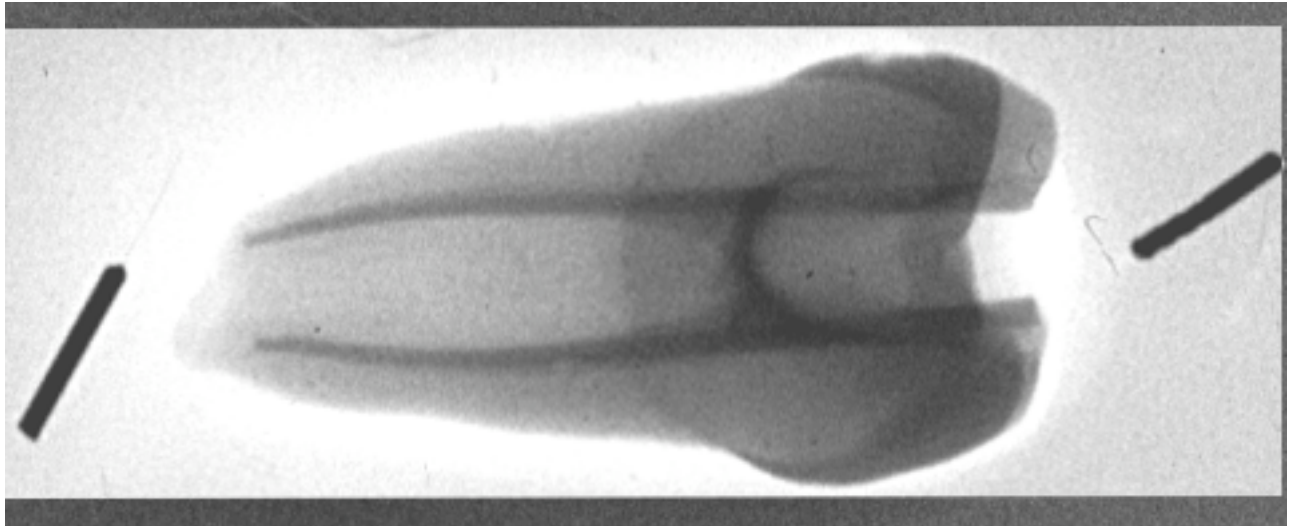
Röntgenbild nach der Bearbeitung des Kanals, gefüllt mit Röntgenkontrastmittel. Mit der Software des Digora®-Röntgensystems kann das Röntgenbild positiv dargestellt werden. Dies ermöglicht eine Überlagerung der Vorher-/Nachher-Bilder.
